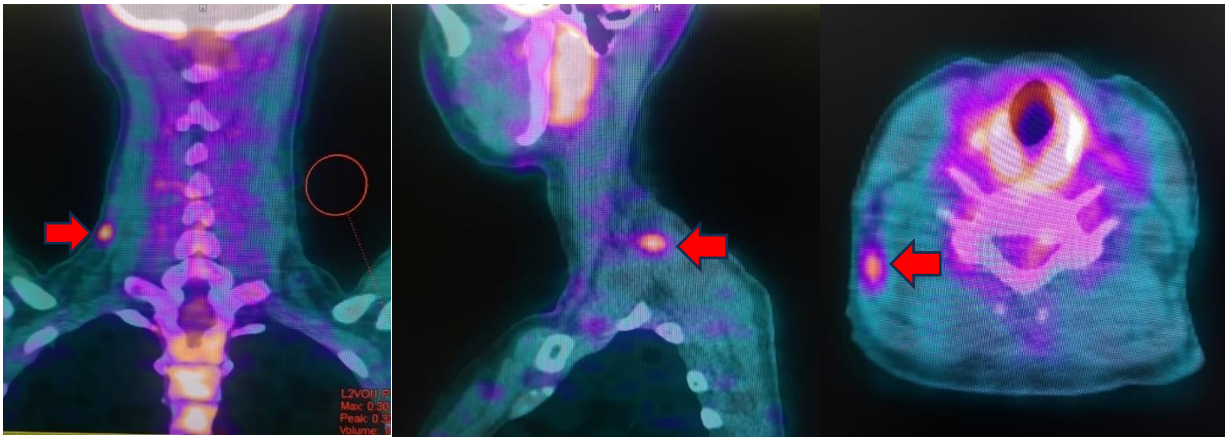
Данные ПЭТ-КТ через 1 год после ТАТЭ у пациентки с неопределенным ответом (стрелкой указан очаг патологического накопления фтордезоксиглюкозы)
